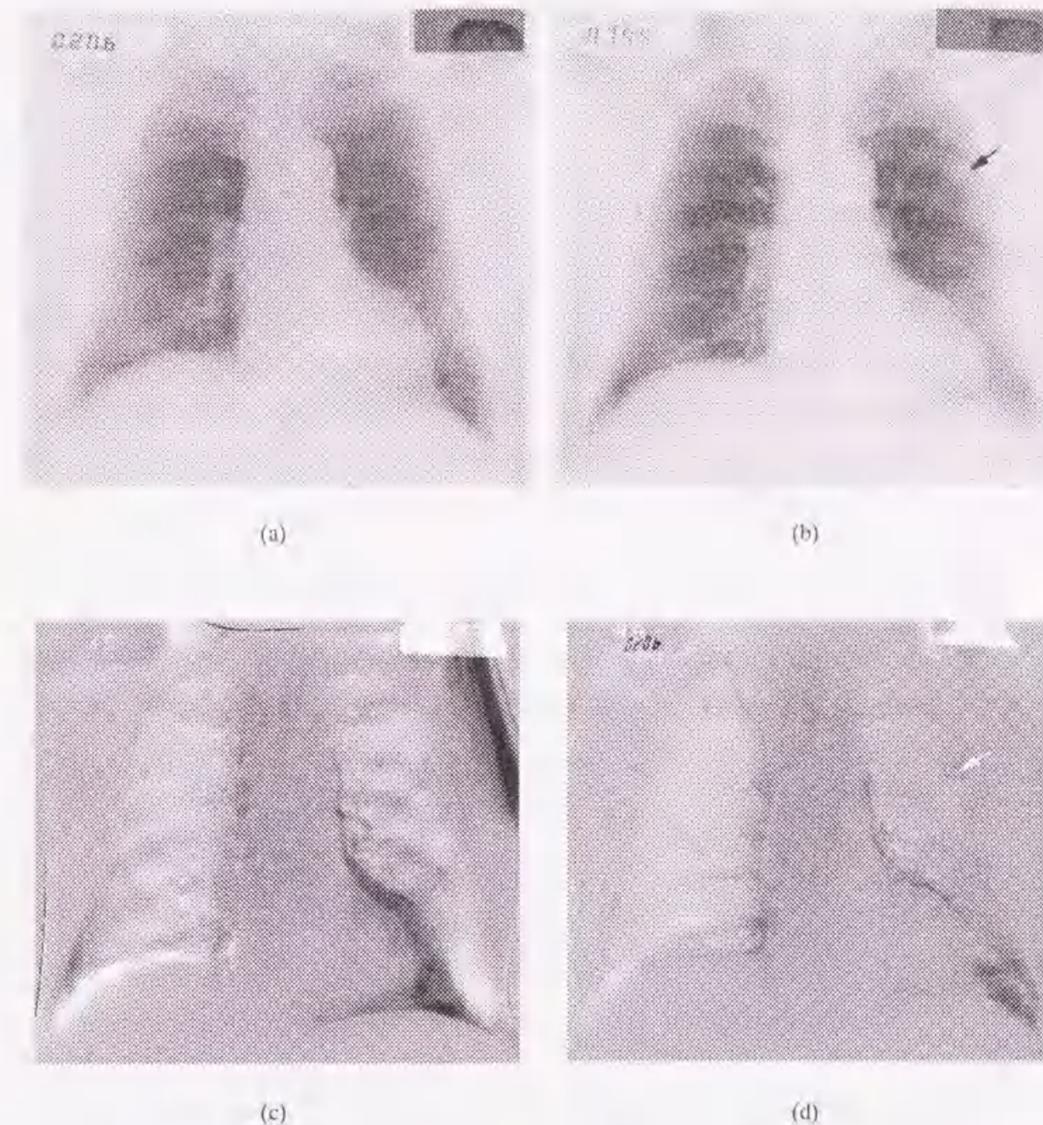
従来法および提案手法による住民検診胸部X線画像の経時差分処理の例
